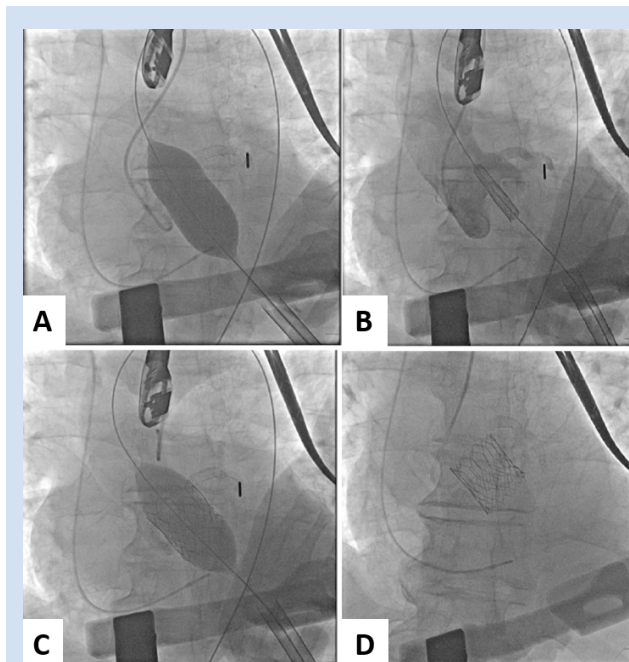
Этапы трансапикальной имплантации протеза аортального клапана «МедЛаб-КТ» № 27: *A* – дилатация аортального клапана баллоном; *B* – позиционирование протеза клапана; *C* – имплантация баллонорасширяемого клапана; *D* – имплантированный протез аортального клапана
